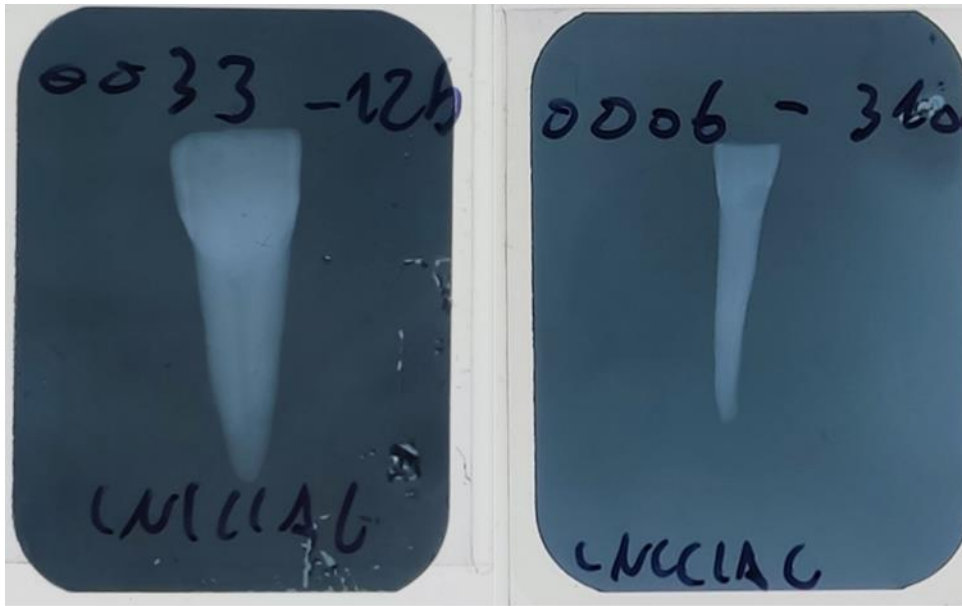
Radiografía de dos muestras previas al tratamiento y posterior al fresado.
